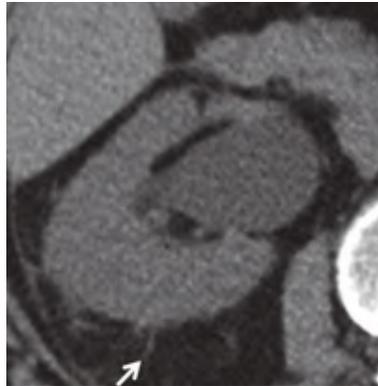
Dilatação pielocalicial à direita. Ligeira densificação perirrenal (seta). Corte axial de TC sem contraste.
